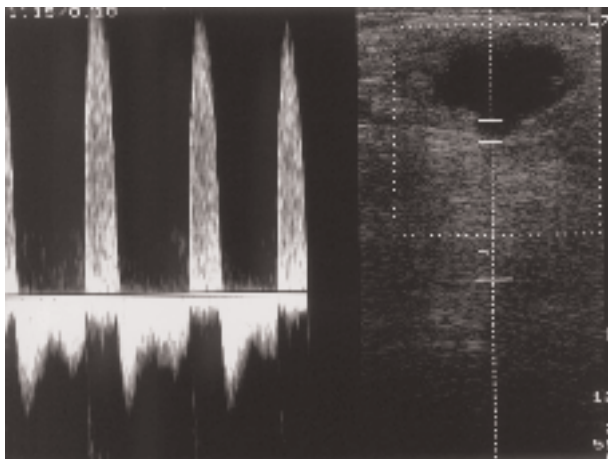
Signe du "va-et-vient" : signal doppler caractéristique au sein du collet.
